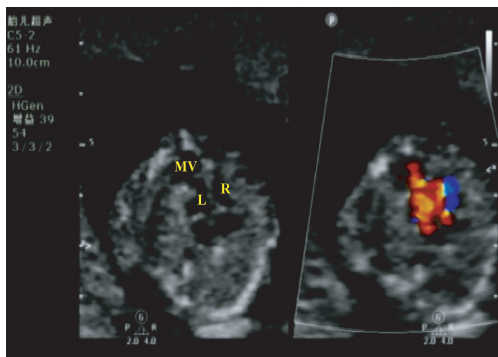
胎儿左室心肌致密化不全并心尖部室壁瘤超声图像(MV:室壁瘤)
